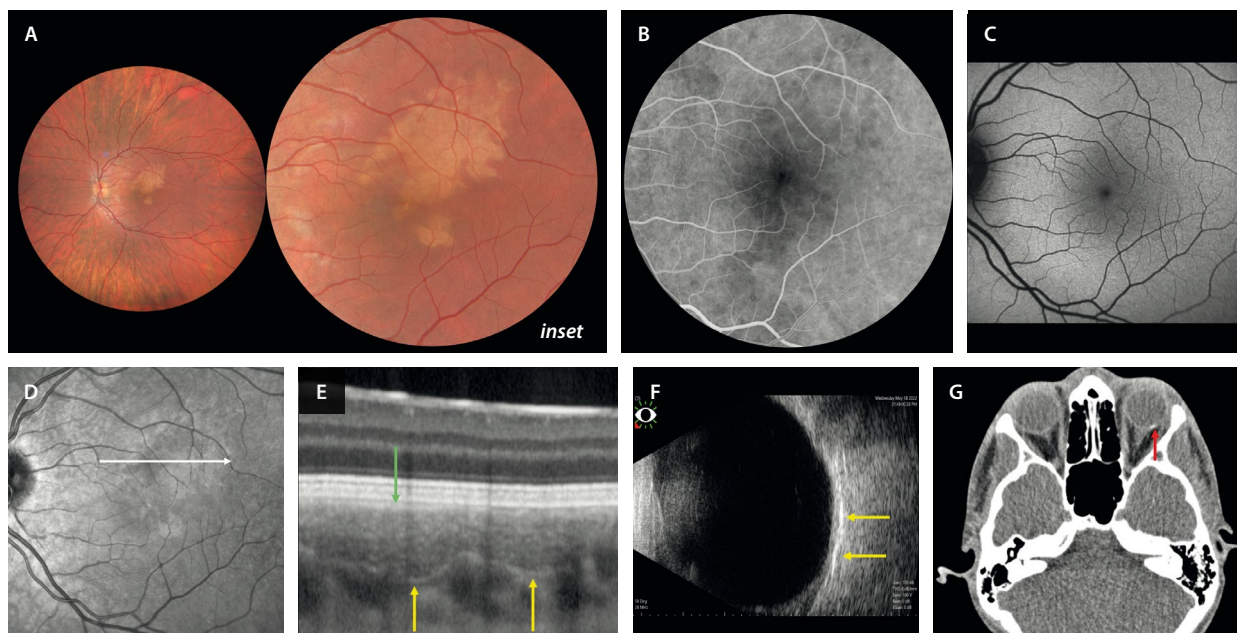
Osteoma corioideo calcificado. A) La retinografía muestra una lesión anaranjada placoides con bordes poligonales (*inset*). B) En la angiografía con fluoresceína se observa una lesión hipofluorescente. C) La autofluorescencia es normal. D) La imagen infrarroja no destaca la lesión. E) En el corte de la tomografía de coherencia óptica, se aprecia una lesión esponjiforme con un borde posterior hiperreflectivo que aísla la placa del resto de la coroides (flechas amarillas) y que adelgaza la coriocapilar (flecha verde). F) La ecografía ocular destaca áreas de alta reflectividad (flechas amarillas) con poca sombra posterior. G) Sin embargo, la tomografía computarizada destaca una placa de densidad ósea (flecha roja).
